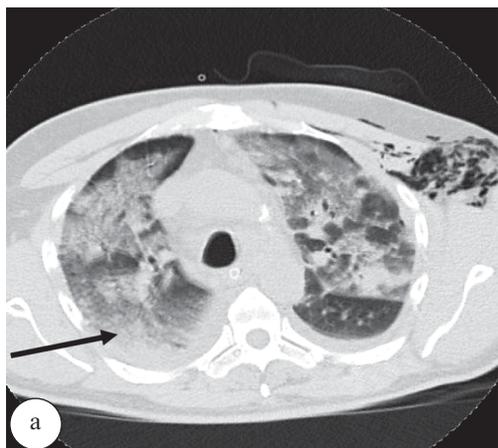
КТ-груди, выполненная без задержки дыхания на вдохе, легочный режим: а – аксиальный срез – правосторонний ушиб легкого, не имеющий четких контуров вследствие дыхательных артефактов (стрелка), двухсторонний острый респираторный дистресс синдром; б – MPR-реконструкция в коронарной проекции, нечеткость структур средостения, двойной контур диафрагмы (стрелка)
